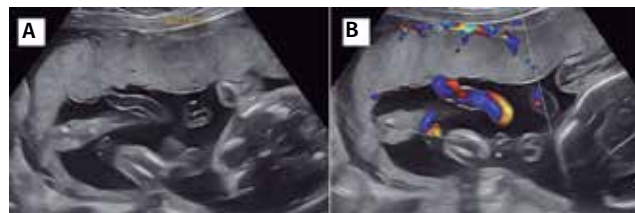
Inserção placentária do cordão umbilical. (A) Avaliação bidimensional da inserção do cordão umbilical na placenta. (B) Avaliação da inserção placentária do cordão utilizando o Doppler colorido
